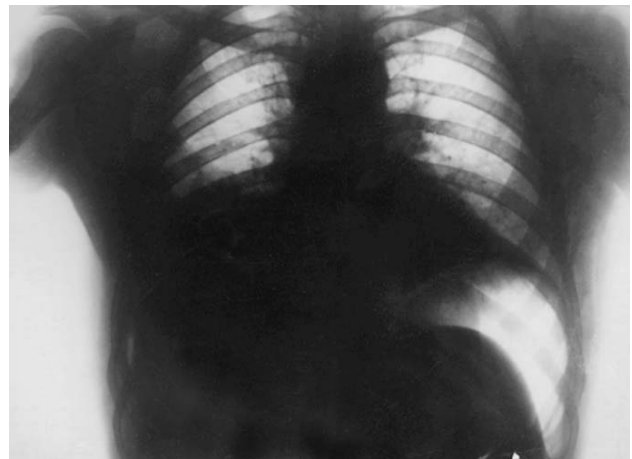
Прямая рентгенограмма грудной клетки и верхнего отдела брюшной полости больного М., 33 лет.
